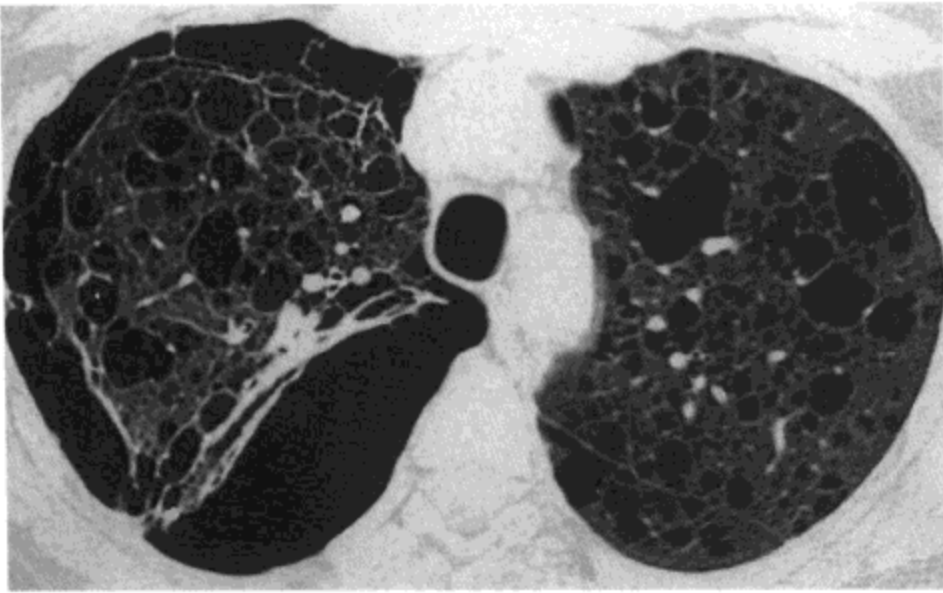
结节性硬化。高分辨率 CT 影像示遍布两肺的薄壁的囊与右侧局部气胸。病人女，42 岁，患结节性硬化与右侧复发性气胸。
